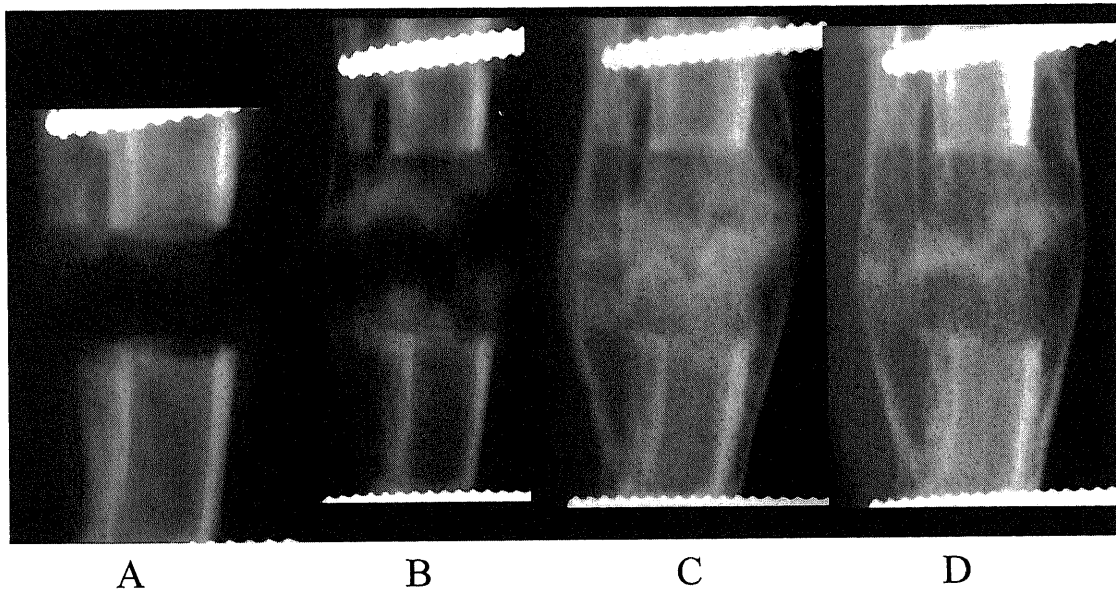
Radiographs of tibiae from control group. (A) After 14 days of distraction. (B) After 28 days of distraction. (C) 14 days after completion of distraction. (D) 28 days after completion of distraction. The distracted callus was observed early on during distraction with three distinct zones.
